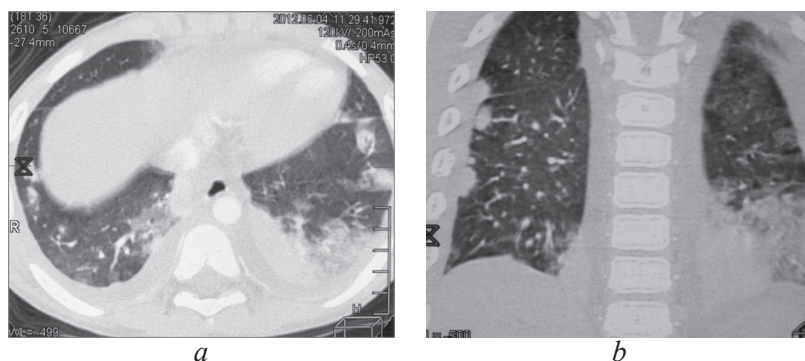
Пациент, 6 лет. Компьютерная томография грудной клетки от 04.06.2012: множественные двусторонние субплевральные инфильтраты в легких, двусторонний гидроторакс (*a* — аксиальная проекция, *b* — фронтальная проекция)
